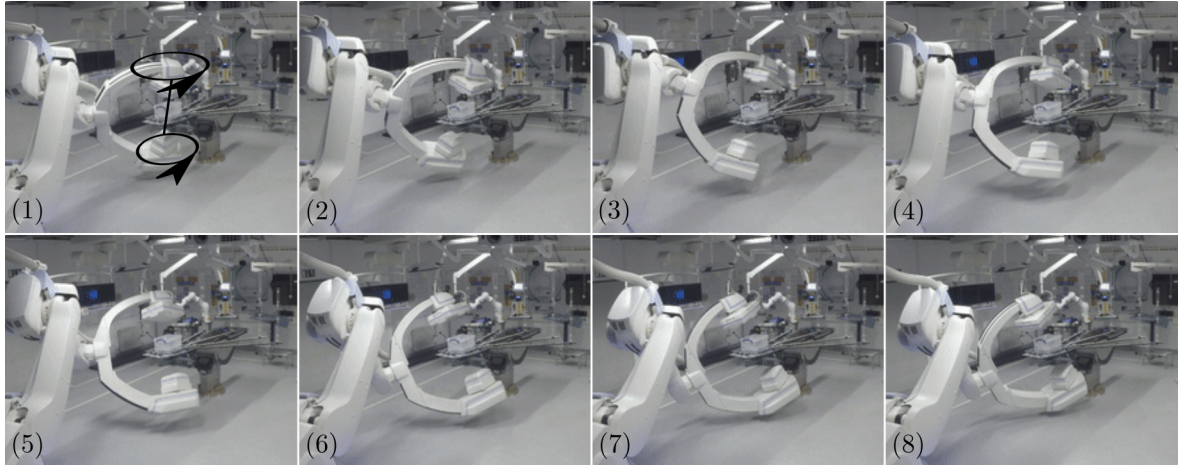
ZT-Implementierung am klinischen C-Bogen. Die Abbildung zeigt acht Bilder einer 100-Projektionen-ZT mit $\alpha = 25^\circ$. In (1) ist die vollständige Trajektorie von Röntgenquelle und Detektor angedeutet.
